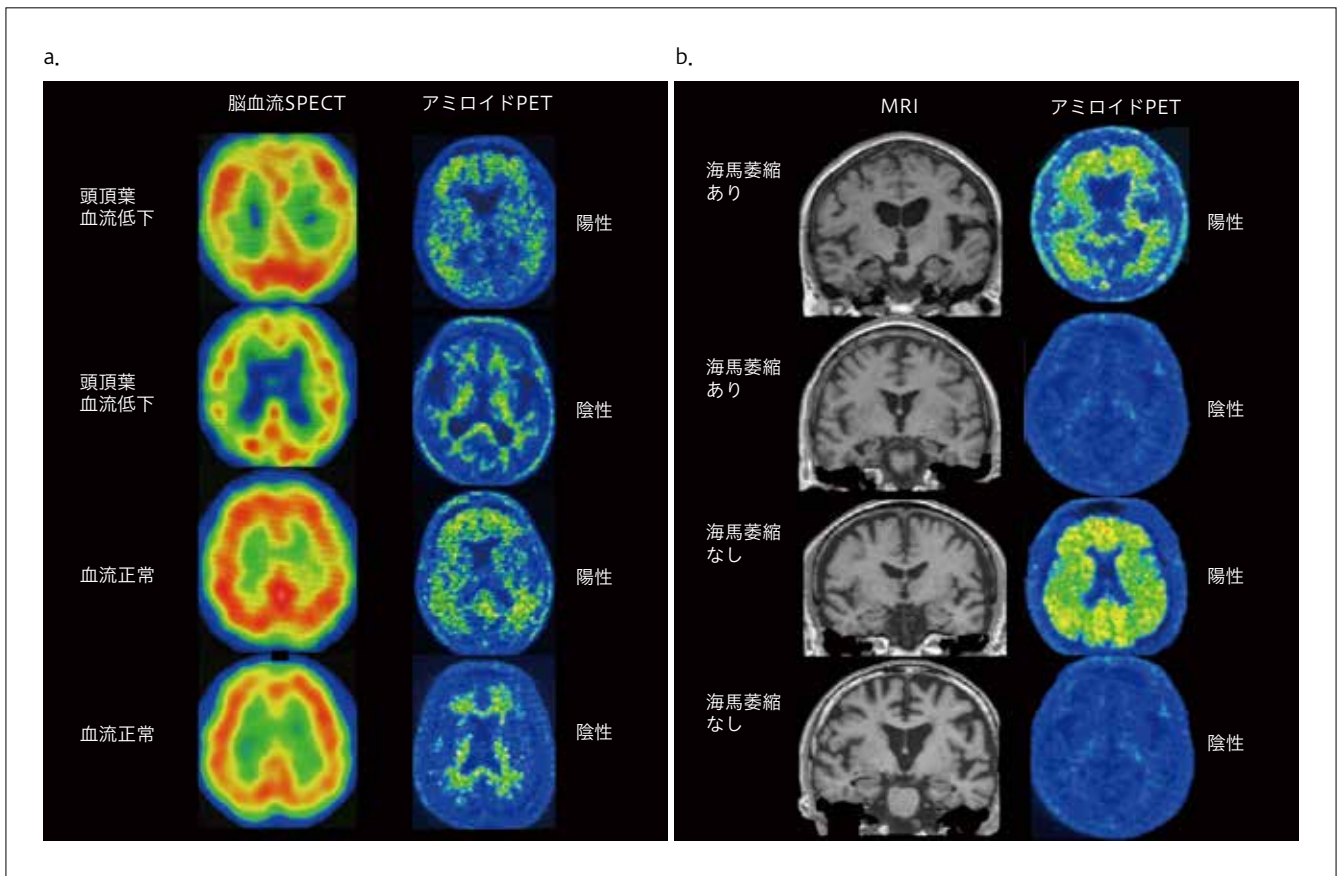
アルツハイマー病疑い患者における脳血流 SPECT, MRI とアミロイド PET の比較
